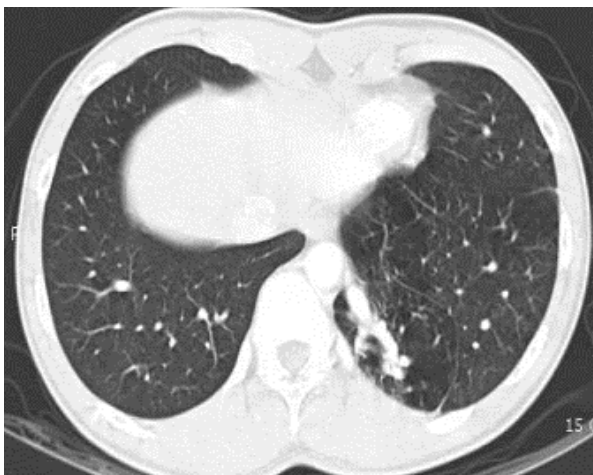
Chest CT scan with lung window image show demarcated dysplastic lung parenchyma in left lower lobe with regional low parenchymal attenuation and anomalous vascular structures.
